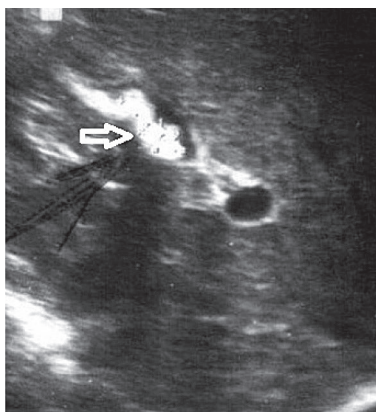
УЗИ желчного пузыря (холелитиаз, утолщения стенок желчного пузыря)
